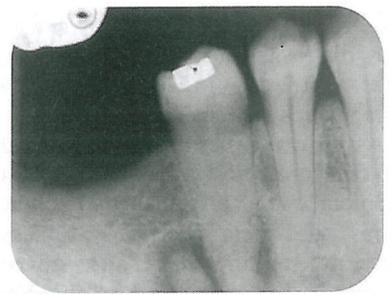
Radiografia periapical da região de pré-molares inferiores do lado direito mostrando lesão radiopaca, com contorno radiolúcido, localizada na face distal do dente 45.
